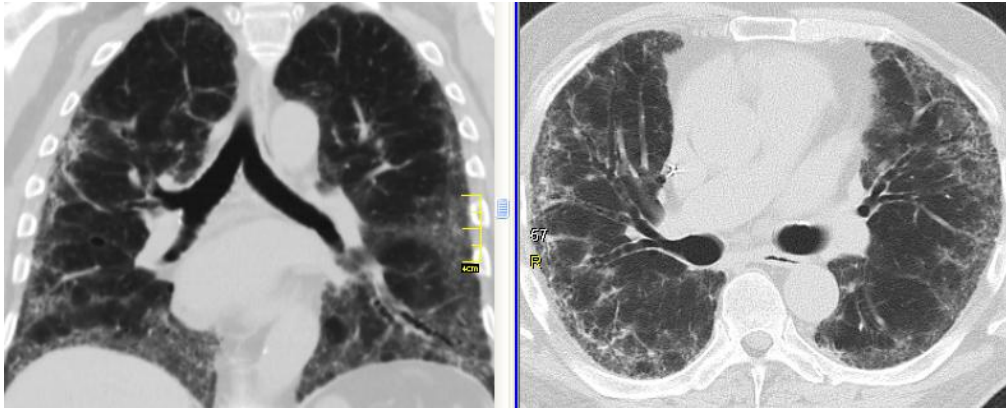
КТ хворого Д., 64 роки. КТ-патерн можливої ЗП: переважає субплевральна та базальна локалізація, спостерігаються ретикулярні зміни при відсутності ознак невідповідності ЗП-патерну, однак відсутня стільниковість. Для верифікації діагнозу пацієнту необхідно проведення біопсії легені.
